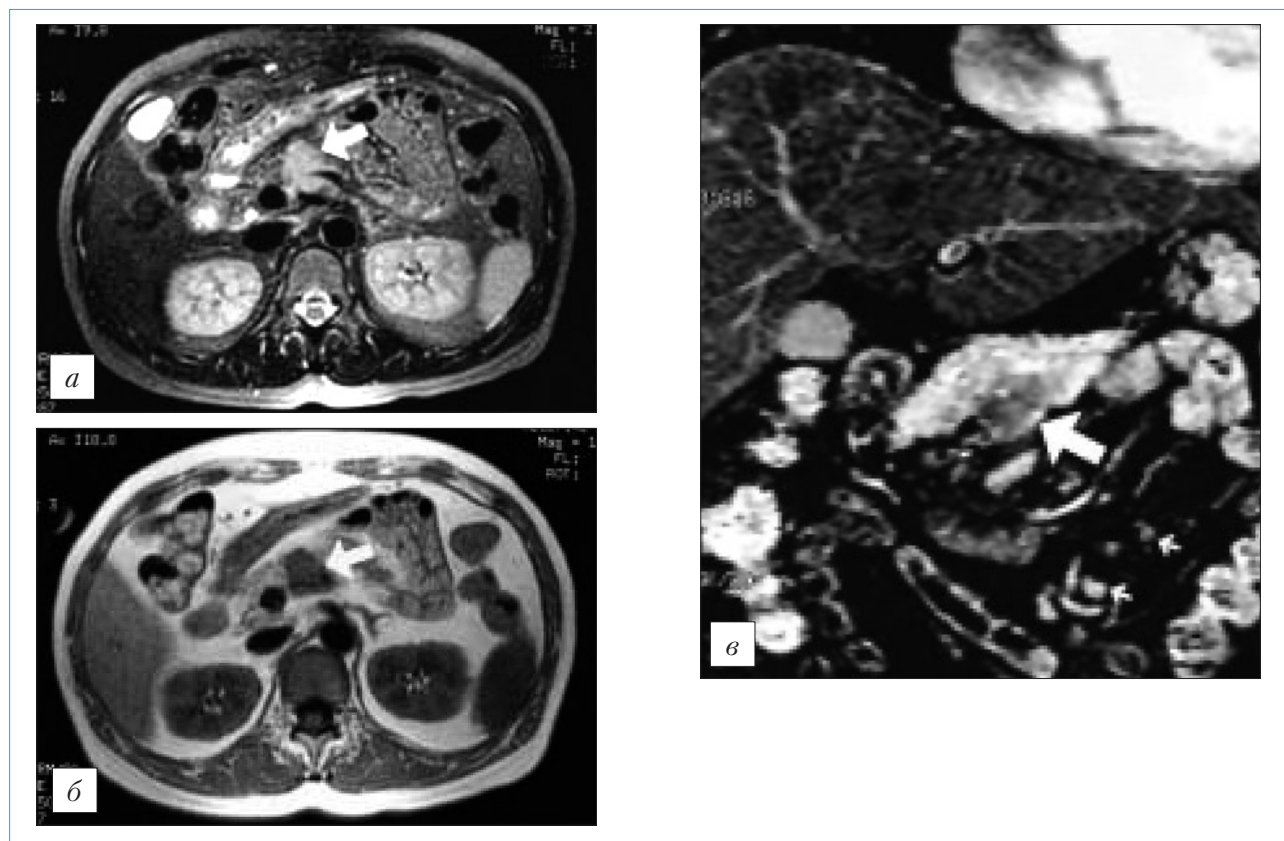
Магнитно-резонансная томография органов брюшной полости у больного с первичной лимфомой ПЖ — по Т. Masui и соавт., 2005 [33]:
